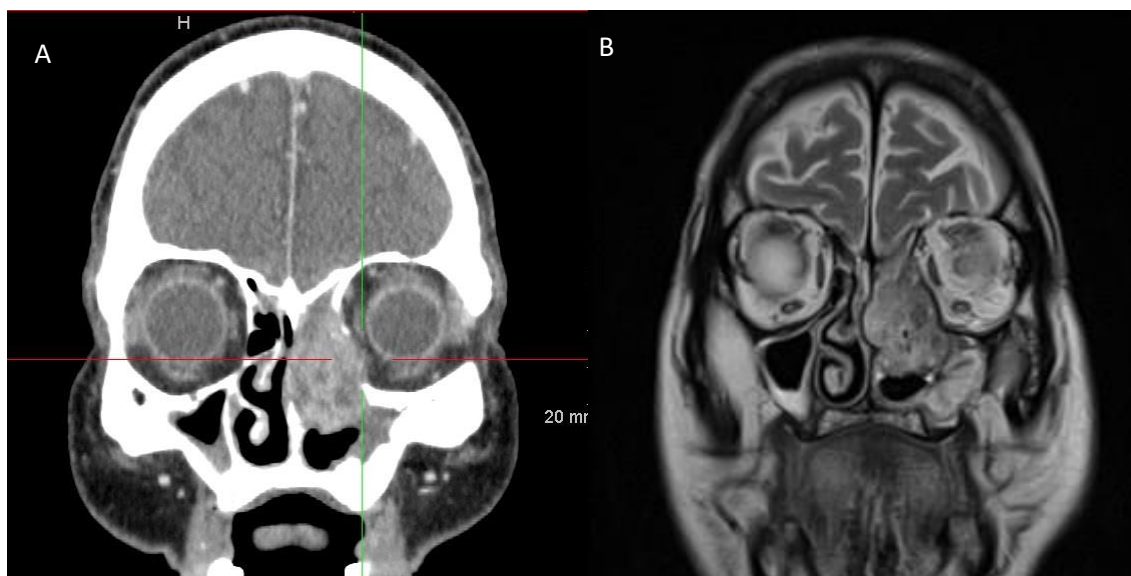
TAC corte coronal (A) en el que se ve masa originada en etmoides izquierdo con reabsorción de pared medial orbitaria. RNM corte coronal y secuencia T1 (B) en el que se aprecia la misma lesión, viéndose que a pesar de la erosión en la pared orbitaria, no existe invasión de partes blandas (grasa o contenido orbitario).
